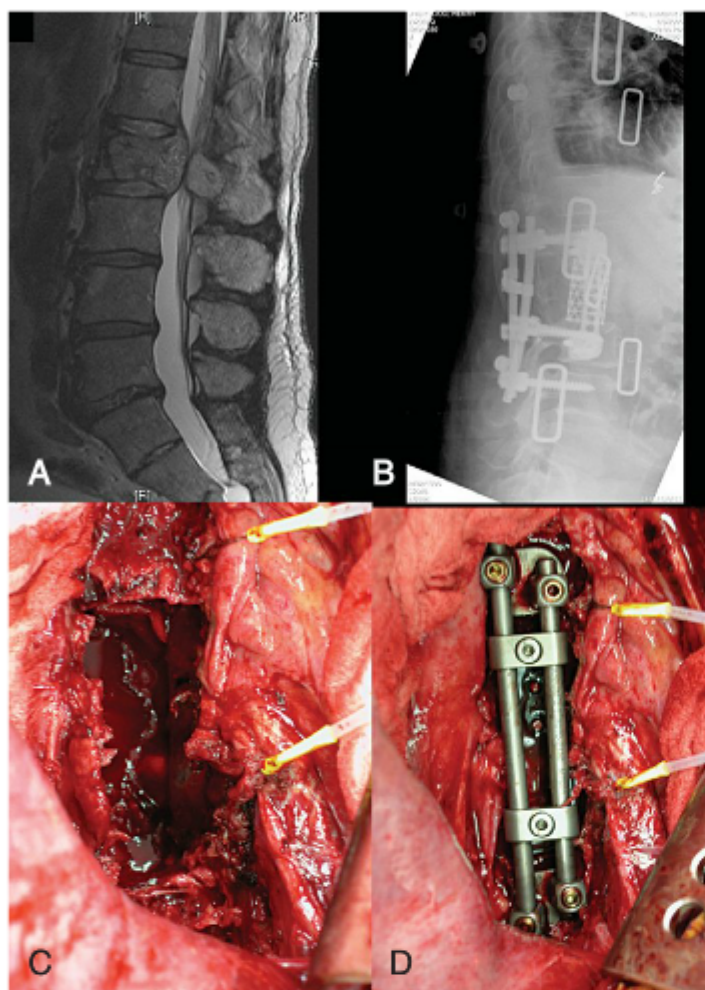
Imagens radiológicas e intraoperatórias de um paciente apresentando-se com carcinoma metastático de células renais para L2. A, Uma lesão óssea expansiva, com um componente epidural em L2, causando obliteração do canal espinal, pode ser observada neste exame com RM sagital ponderada em T2. B, Uma radiografia pós-operatória em projeção lateral revela a instrumentação espinal com sistema de hastes e parafusos nos pedículos de L1, L3 e L4, posteriormente, e colocação de gaiola de titânio de L1 a L3, anteriormente, com sistema hastes e parafusos no corpo vertebral de L1 a L3. As imagens intraoperatórias revelam o campo cirúrgico após a corpectomia de L2 (C) e a gaiola implantada no local da corpectomia coberta pelo sistema de haste-parafuso lateralmente a L1 a L3 (D).
